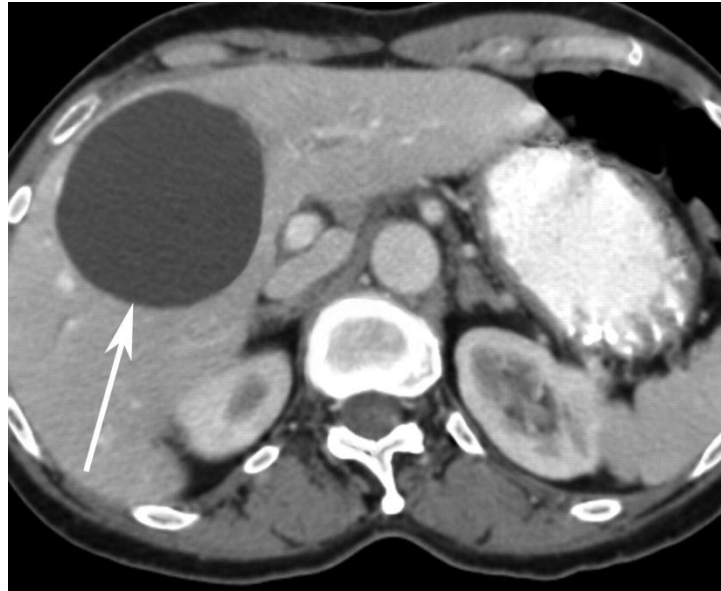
КТ снимок 69 летней пациентки. В проекции IV сегмента печени киста до 11,5 см в диаметре.
